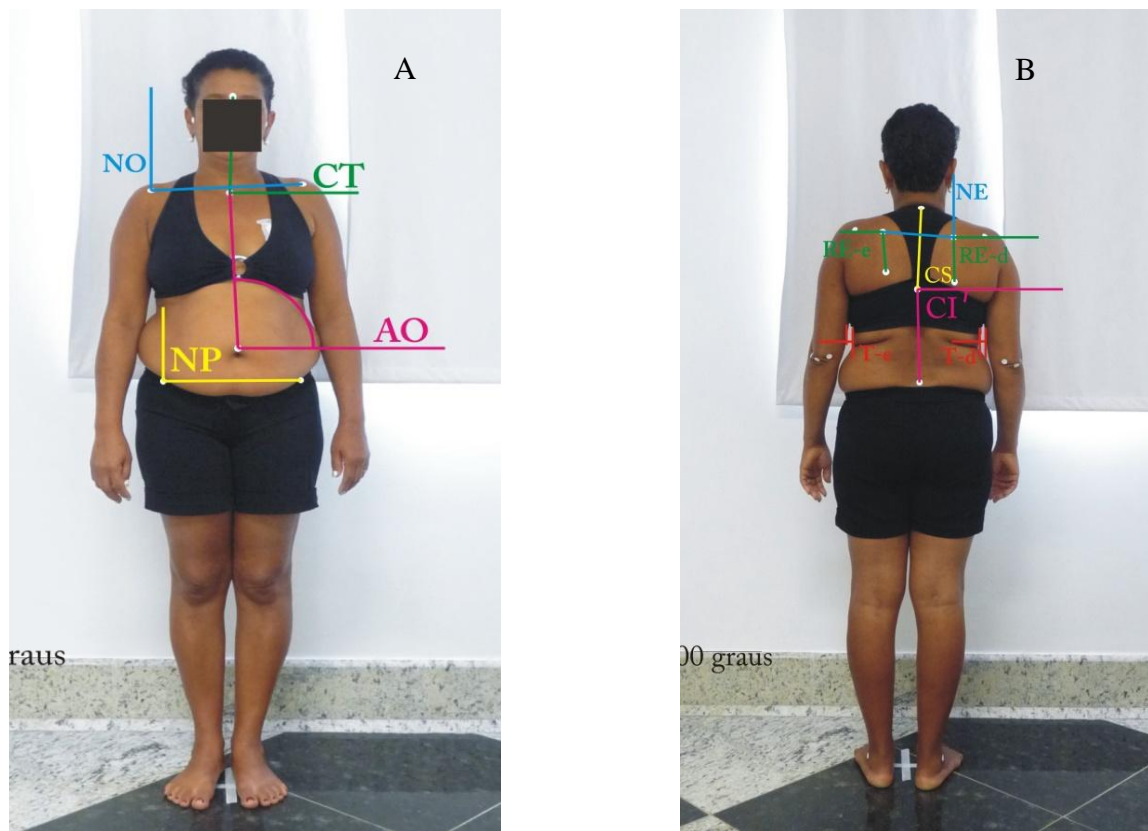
Ângulos de nivelamento e alinhamento medidos nas vistas anterior (A) e posterior (B). NO: Nivelamento de Ombro; NP: Nivelamento de Pelve; CT: Alinhamento da Cabeça e Tronco; AO: Alinhamento Onfálico; NE: Nivelamento de Escápula; RE-e: Rotação de Escápula esquerda; RE-d: Rotação de Escápula direita; CS: Alinhamento de Coluna Superior; CI: Alinhamento de Coluna Inferior. E medida linear T-e: Triângulo de Talhe esquerdo; T-d: Triângulo de Talhe direito. Fonte: o autor.
